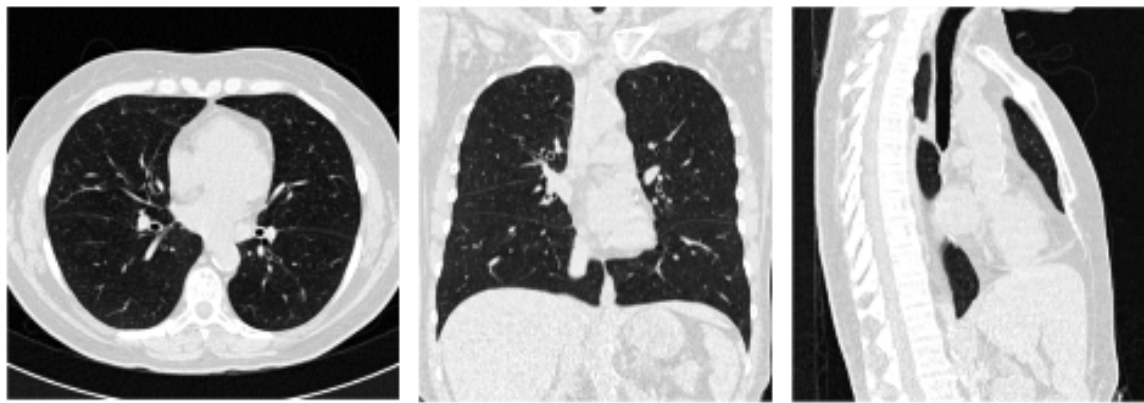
Різні зрізи одного КТ-скану (з ізотропним розміром вокселя) з NifTi-зображення: зліва направо – аксіальний, корональний та сагітальний
